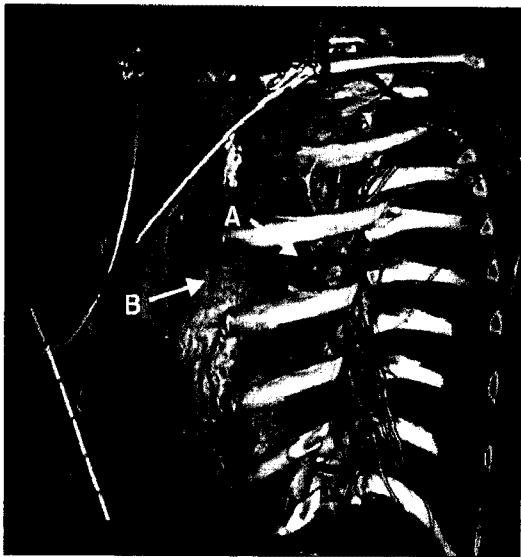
Computed tomography with 3 dimensional reconstruction shows relationship between pulmonary artery, aorta, and the third intercostal spaces. A=Third intercostal space; B=Pulmonary valve.
